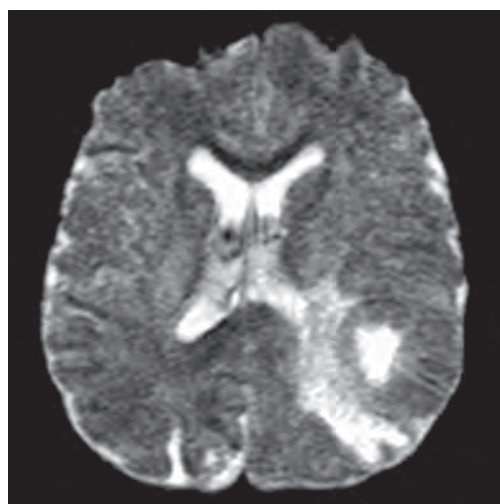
МРТ головного мозга. Глиобластома. Карта ИКД.
